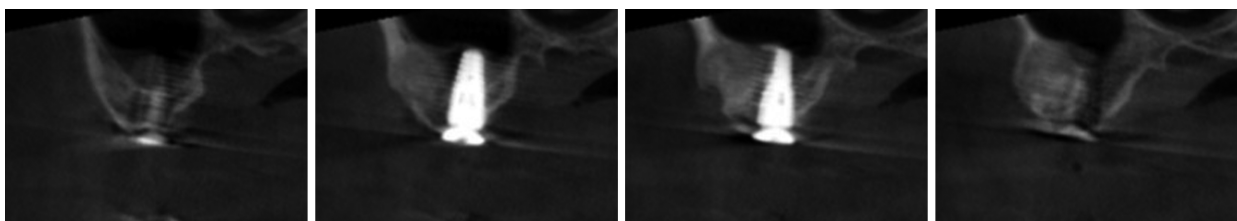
骨纤维异常增殖症(FD)患者种植体植入术后当天锥形束CT影像 4幅小图为同一部位同一时间不同层面影像,可见16种植体部分穿过FD病变区域。
